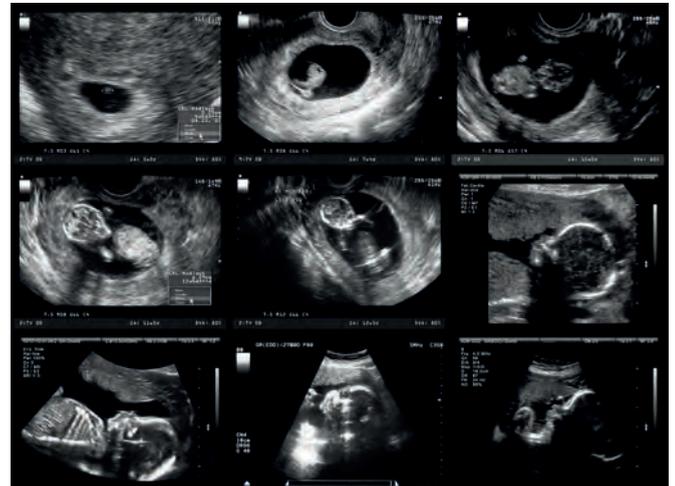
Sonographische Fehlbildungsdiagnostik zur Risikoevaluierung
